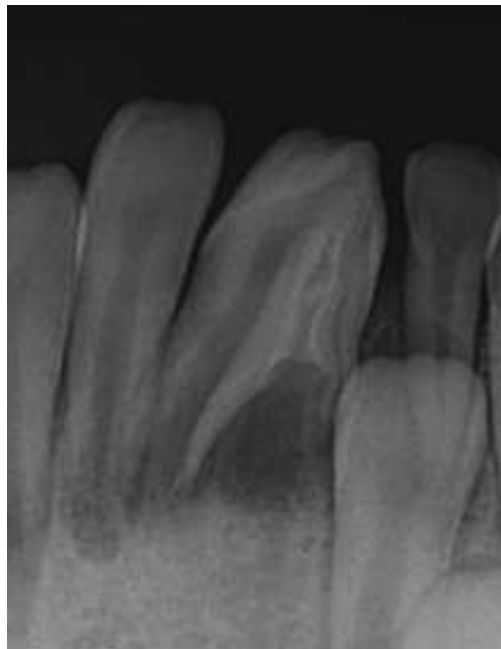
Radiographie rétro-alvéolaire de la dent 31.[37]
